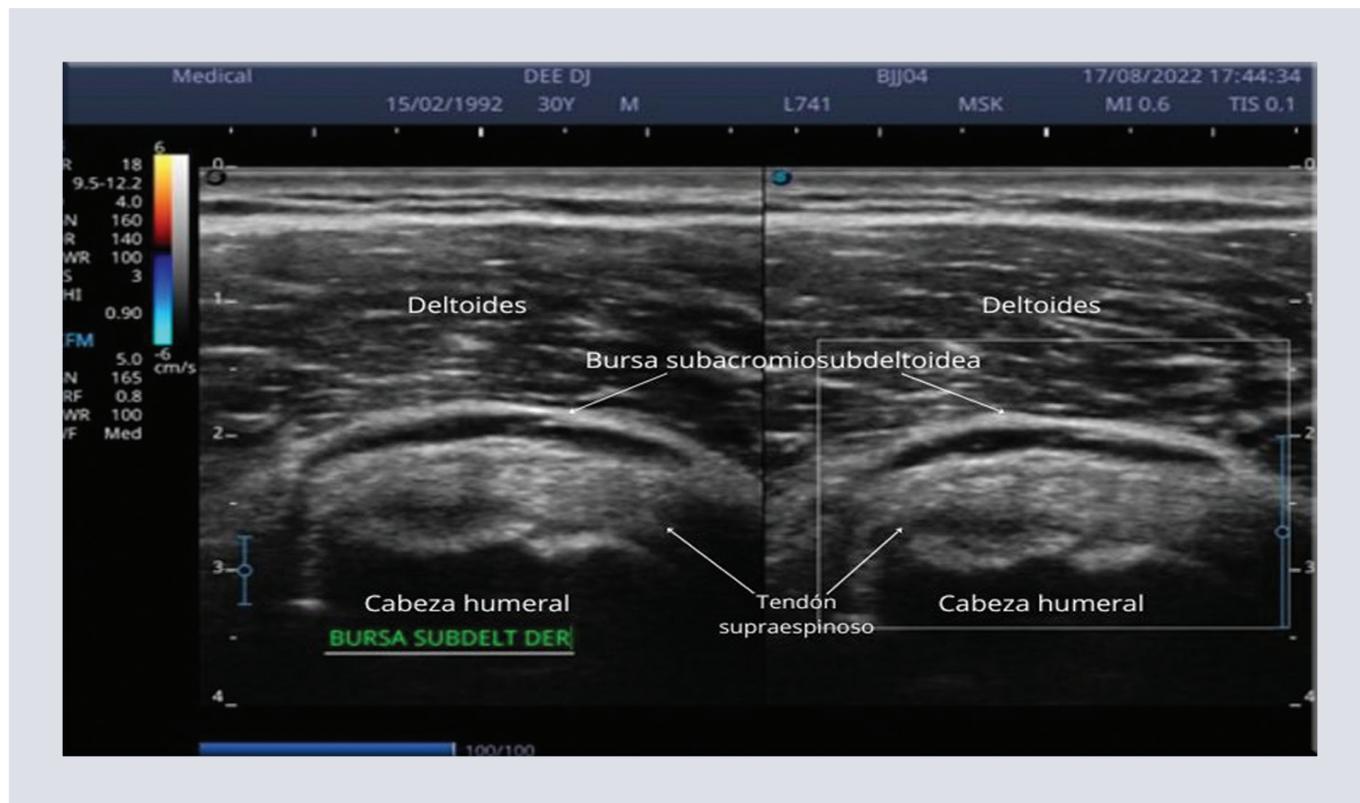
Imagen dual con Doppler color evidenciando la distensión de la bursa subdeltoidea.
